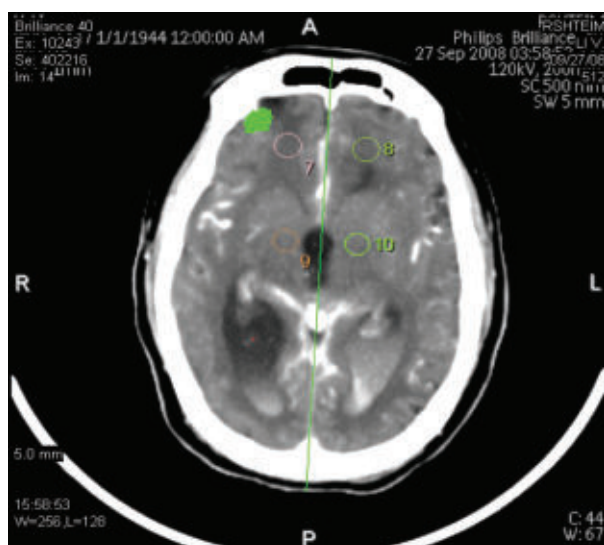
Выбор места измерения перфузии
